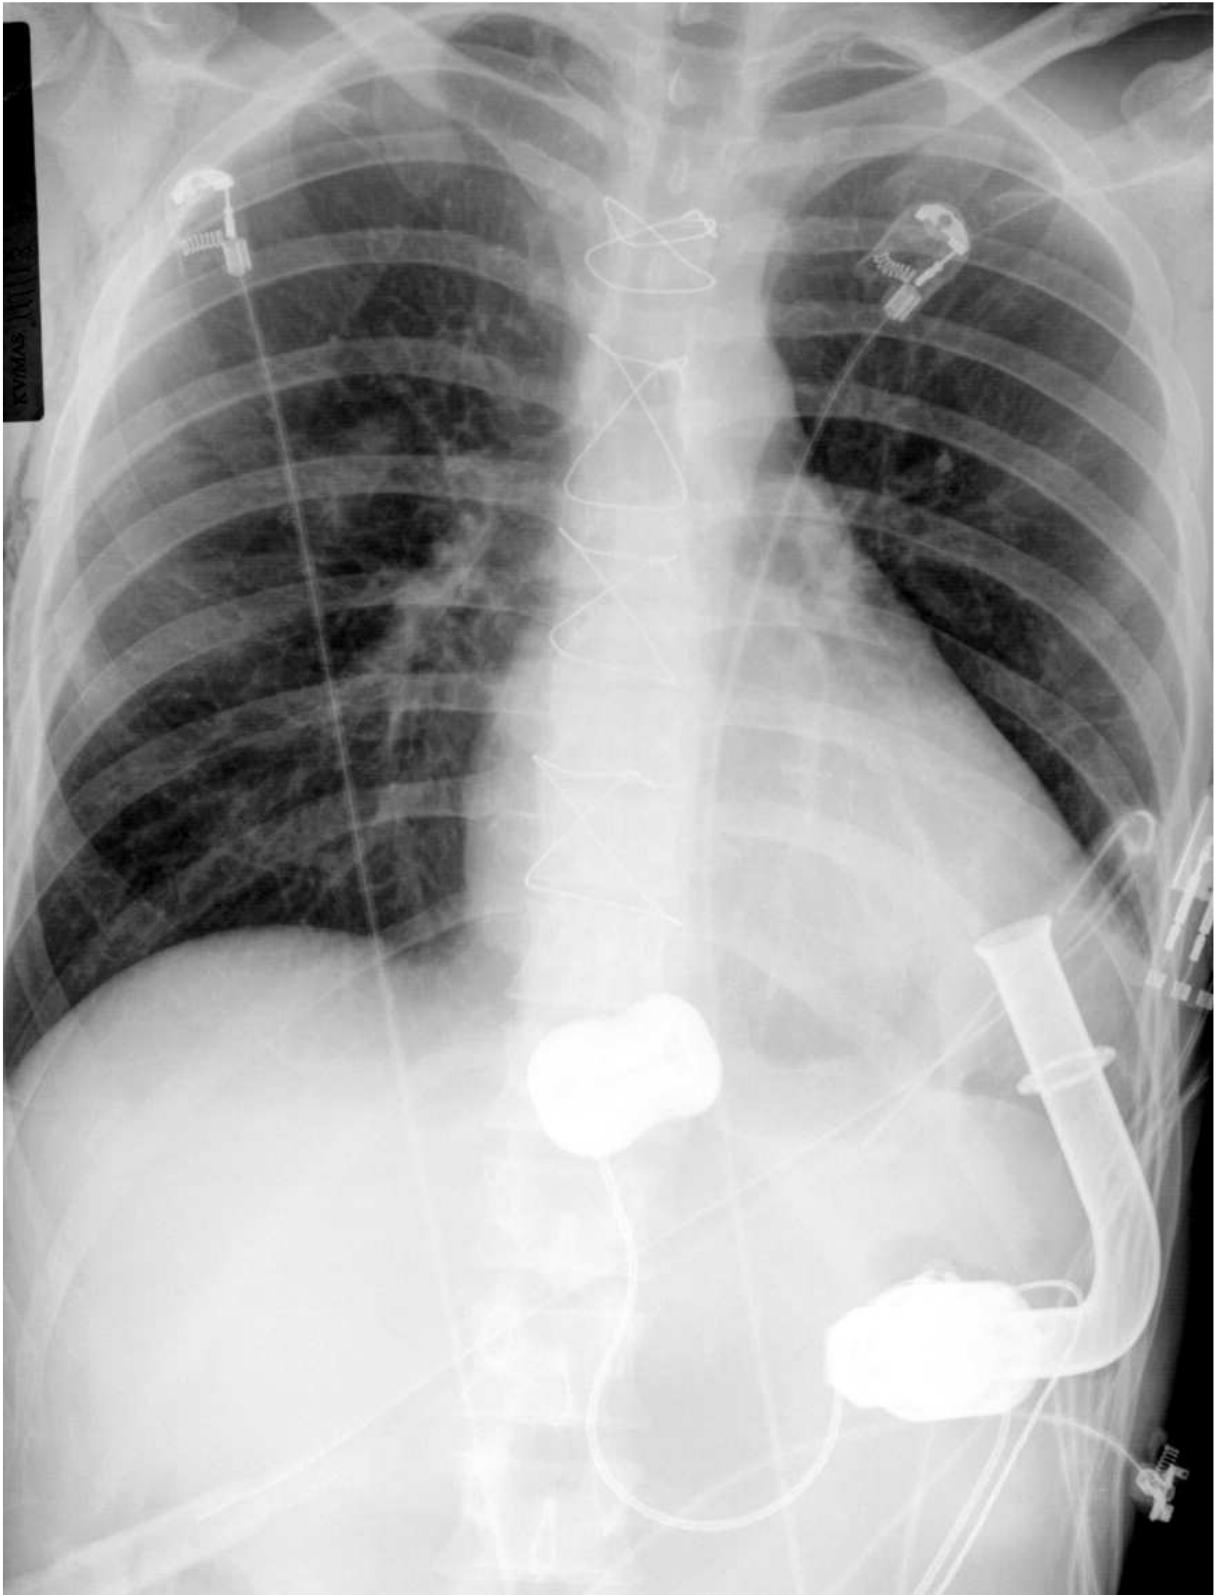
Röntgen nach Implantation
